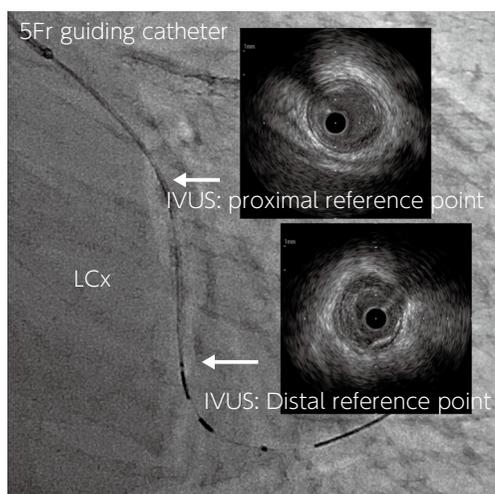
血管内超音波カテーテルを用いて、病変を確認しステント留置位置を記録する
